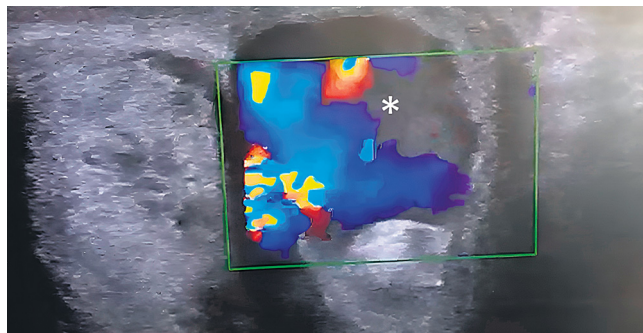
Псевдоаневризма левой кавернозной артерии на УЗИ при ЦДК (отмечена звездочкой)
